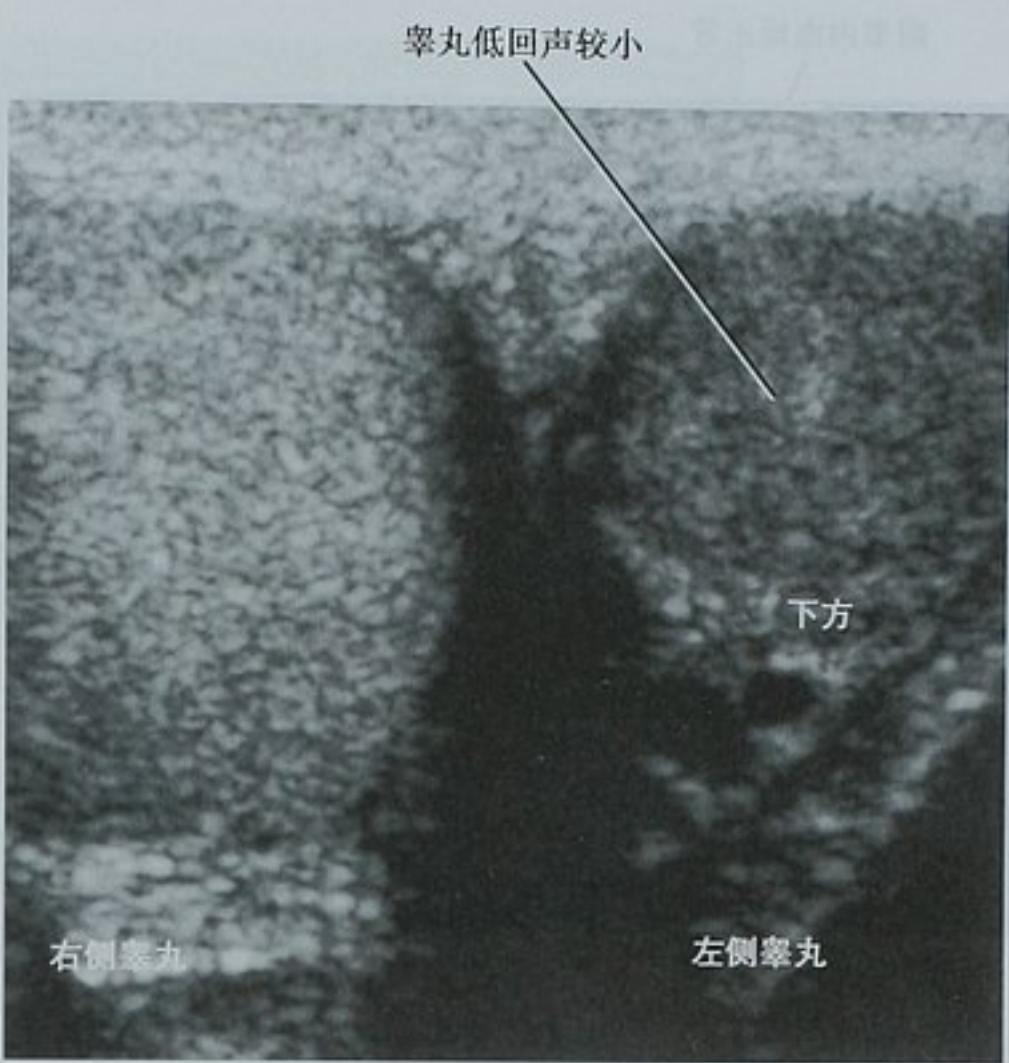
有左侧腮腺炎性睾丸炎病史的男性双侧睾丸横断面超声表现。左侧睾丸与右侧相比,体积较小伴弥漫性回声减低
